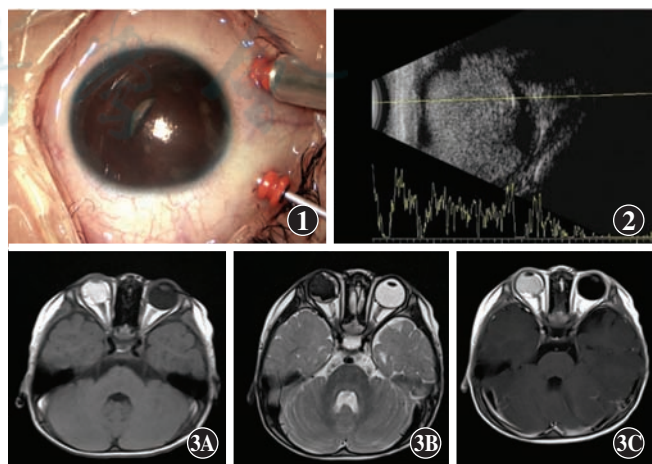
儿童葡萄膜黑色素瘤患者右眼前节图像 角膜透明,前房变浅,瞳孔呈细梭形,对光反射消失,瞳孔区晶状体混浊 图2 儿童葡萄膜黑色素瘤患者右眼B型超声图像 玻璃体腔内可见大片均匀中等回声,充满玻璃体腔,无明显钙化斑 图3 儿童葡萄膜黑色素瘤患者右眼眶MRI检查 A:T1WI像 B:T2WI像 右侧眼球内可见不规则短T1短T2信号,T2压脂呈弱信号 C:T1WI强化像 病变增强后未见明显强化,其后方及下方见条片状短T1长T2信号
